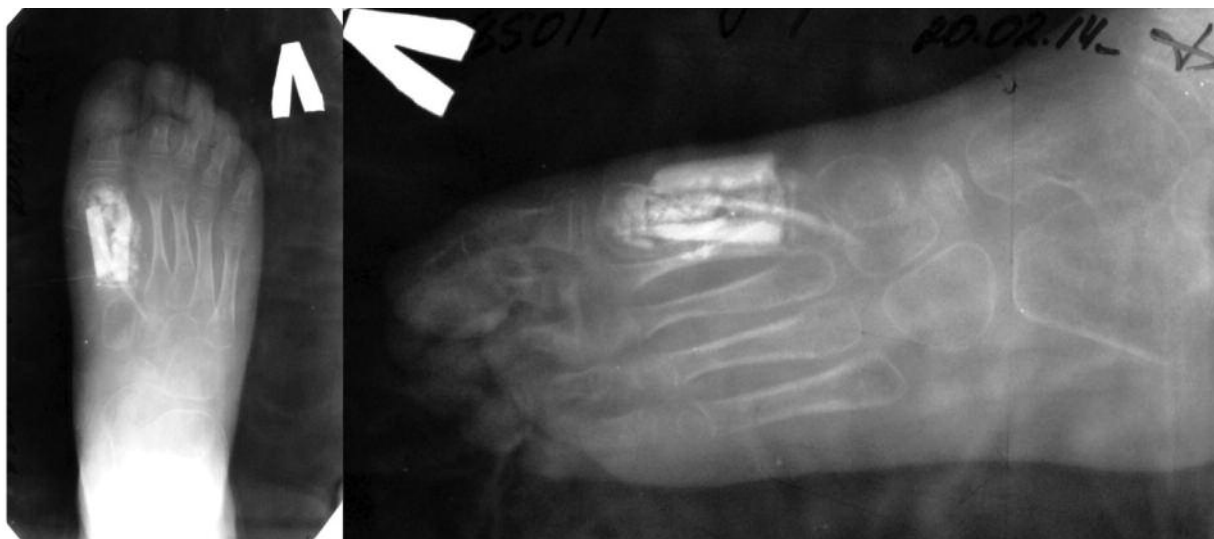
На контрольных рентгенограммах левой стопы пострезекционный дефект I плюсневой кости замещен трансплантатом, определяются начальные признаки его перестройки. Диффузный остеопороз костей стопы.
